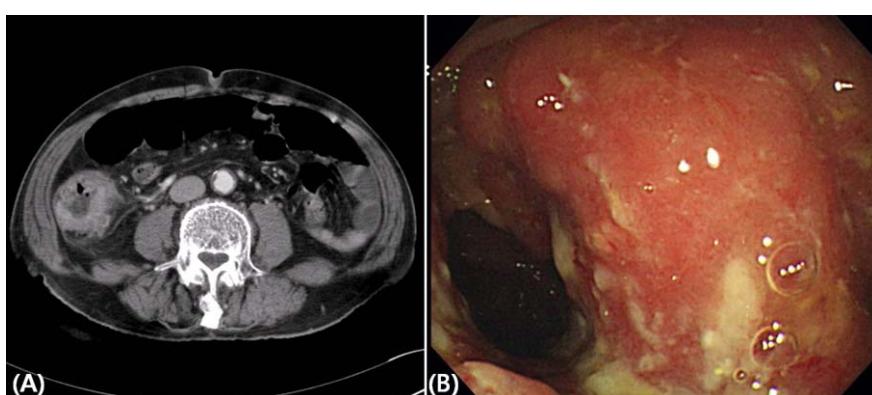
A) Abdomen and pelvis CT shows encircling enhancing wall thickening at mid-ascending colon with pericolic fat infiltration and multiple small regional lymph nodes. B) A total colonofiberscopy shows large encircling mass at mid to distal ascending colon, suggestive of colon cancer.
